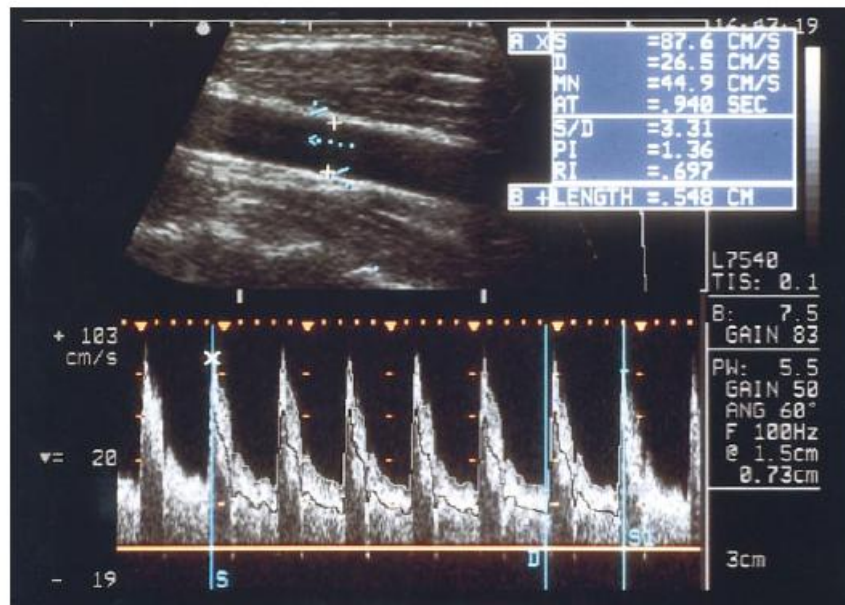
Beispiel für eine Volumenflussbestimmung in der A. carotis communis mittels Doppler (aus ²⁸)
